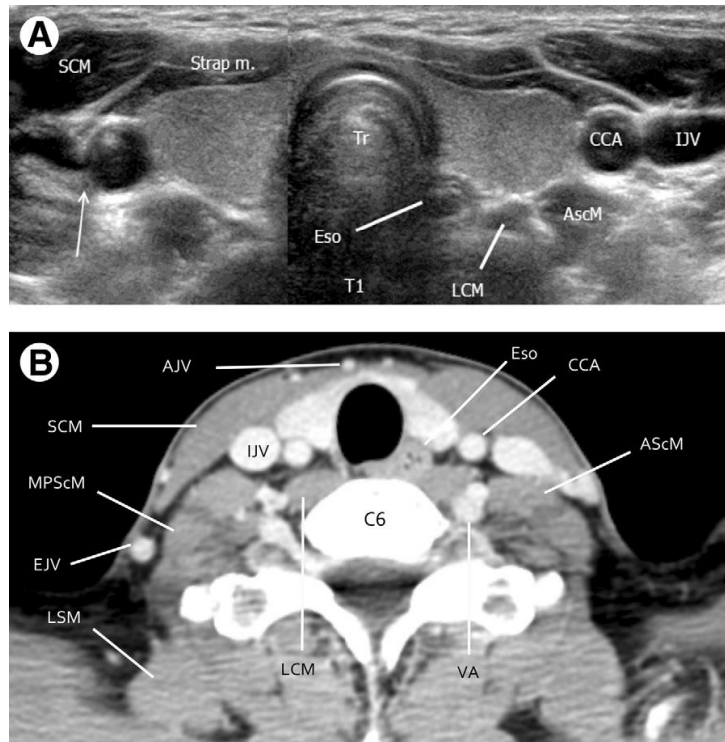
Ultrasonido y Tomografía computada contrastada que muestran a la glándula tiroides normal. Notas: AVJ, vena yugular anterior; AScM, músculo escaleno anterior; C6, sexta vértebra cervical; CCA, arteria carótida común; EJV, vena yugular externa; Eso, esófago; IJV, vena yugular interna; LCM, músculo largo del cuello; LSM, músculo elevador de la escápula; MPScM, músculos escalenos medio y posterior; SCM, músculo esternocleidomastoideo; T1, primera vértebra torácica; VA, arteria vertebral.
